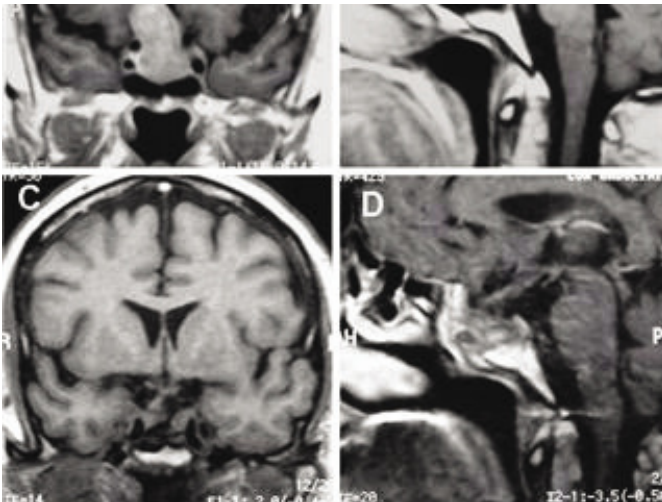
Paciente mulher, com macroadenoma não funcionante grau B. A y B, RM preoperatoria. C y D, RM postoperatoria.
